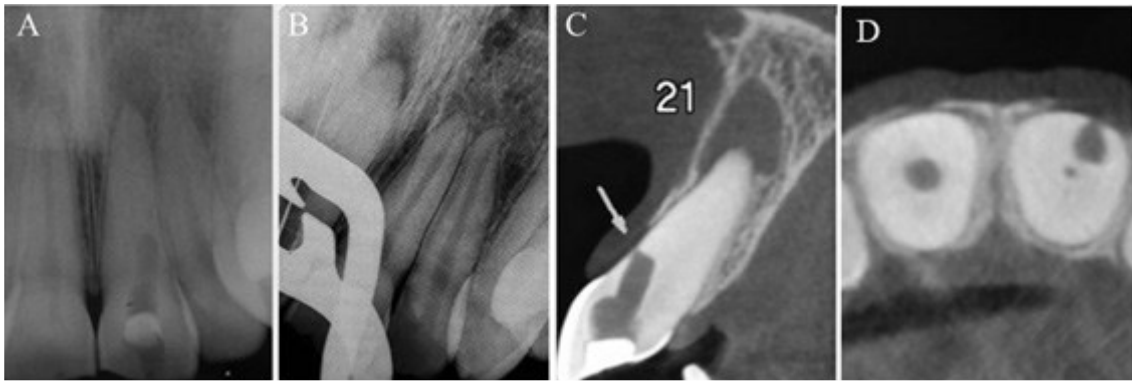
Perfuração na face vestibulo-distal do dente 21. A - Radiografia periapical inicial. B - Radiografia com uma lima na perfuração. C - Vista sagital de uma tomografia computadorizada de feixe cônico. D - Vista axial de uma CBCT (Adaptada de Resende et al., 2019).
